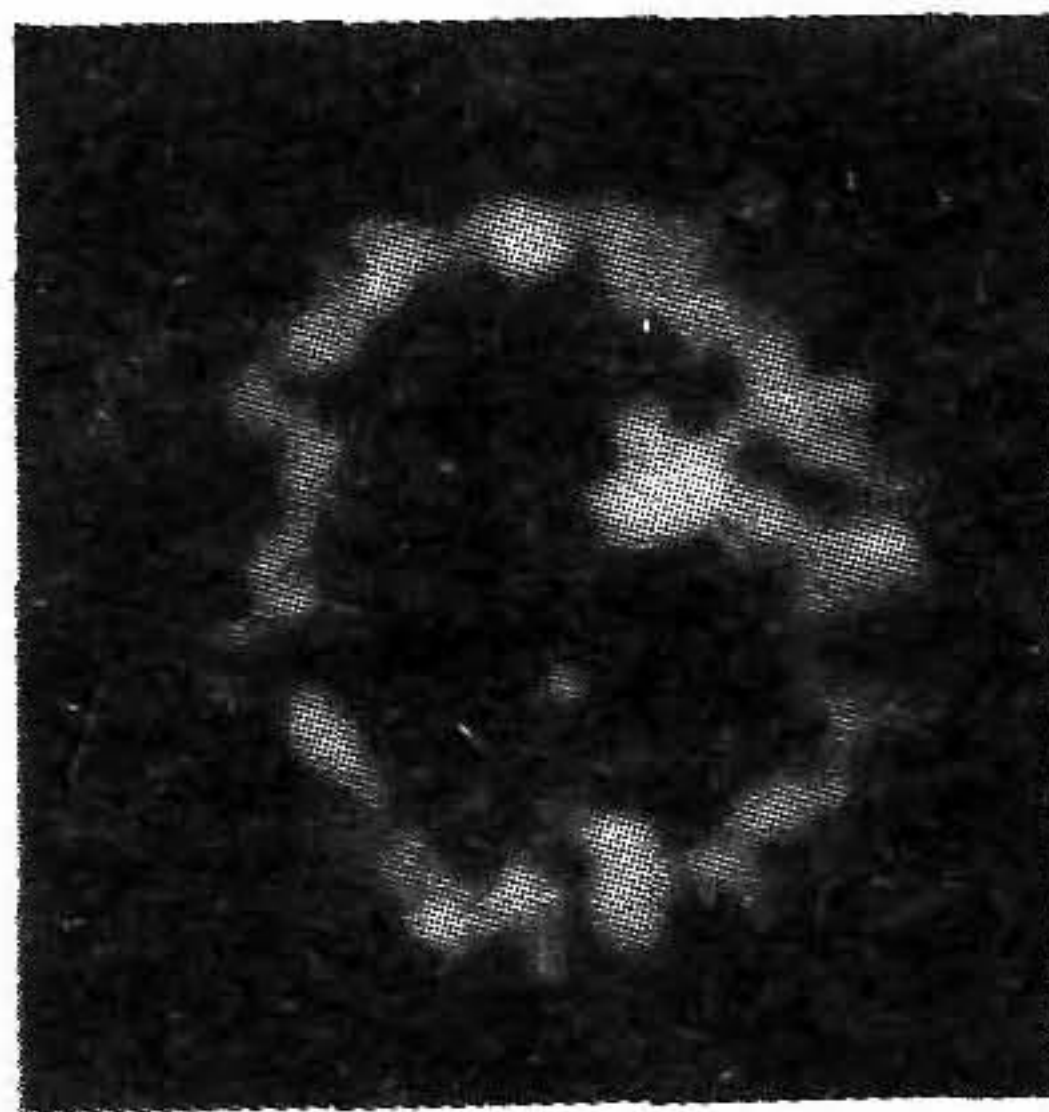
ОФЭКТ-изображение объемного очага заболевания в правой теменной области головного мозга. Томографическая реконструкция изображения выполнена с использованием высокочастотного фильтра.
